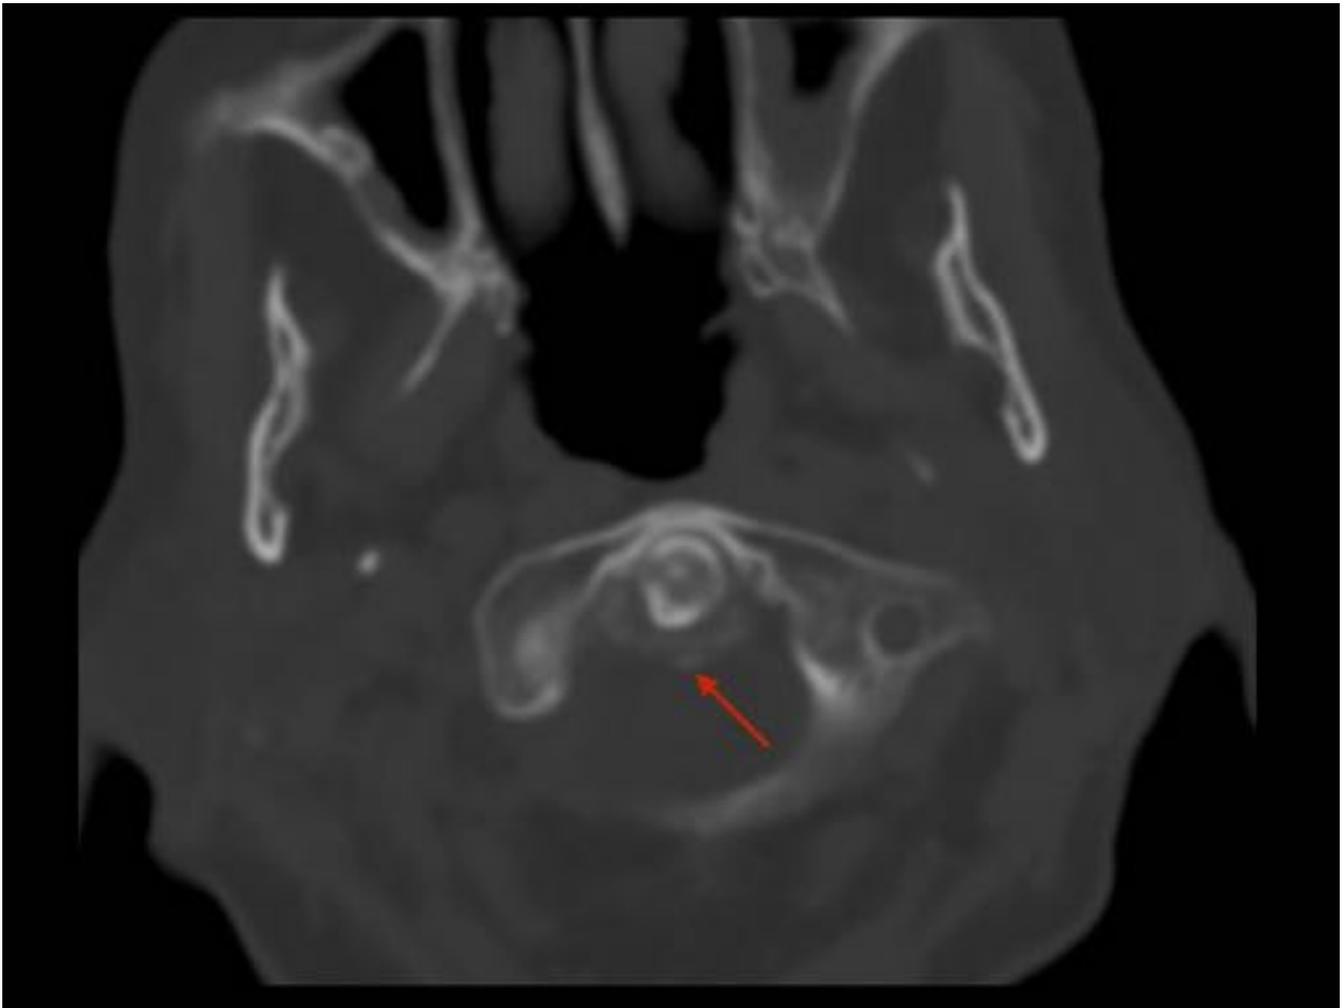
TC de cráneo sin contraste IV. Paciente anticoagulado con sintrom, que acude a la urgencia por TCE, en el que de manera accidental en los cortes basales, encontramos calcificado el ligamento cruciforme, compatible con síndrome de apófisis odontoide coronada.
